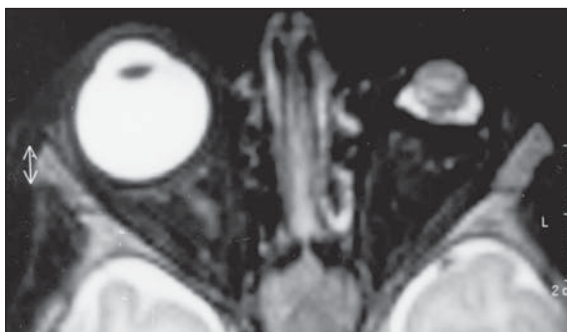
Corte axial de ressonância magnética ponderado em T2 mostra um globo ocular atrófico e irregular (microftalmia). O cristalino tem configuração anômala, globosa e uma lesão retrolental preenche a maior parte do globo ocular.
